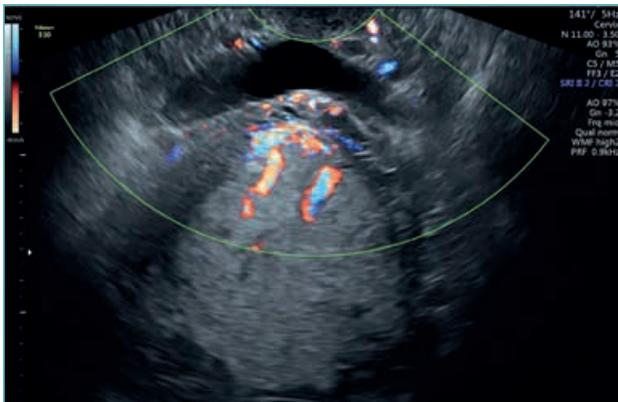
Corte transversal da superfície uterovesical, realizado por via transvaginal com modo B associado ao color Doppler, evidenciando vasos comunicantes entre placenta e bexiga
